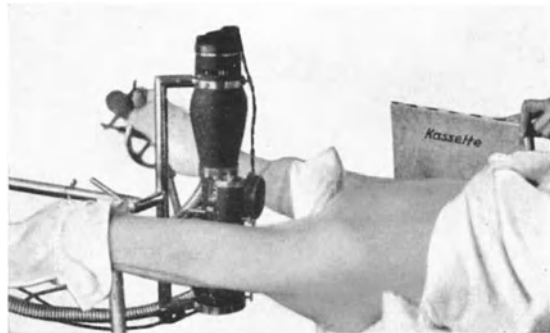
Seitliche Röntgenaufnahme. Strahlenrichtung von innen nach außen. (Aus SVEN JOHANSSON: Acta orthop. scand. 3, F. 3/4.)
